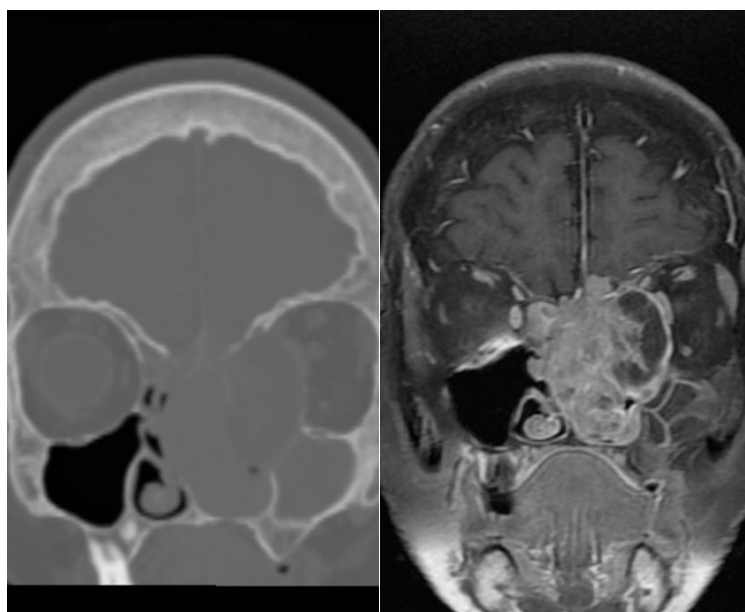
CASO 3: Estesioneuroblastoma. Esquerda: TC CE, janela de osso, corte coronal, o qual demonstra uma extensa lesão naso-sinusal com invasão intracraniana. Direita: RM CE, T2, gadolínio EV, corte coronal.
